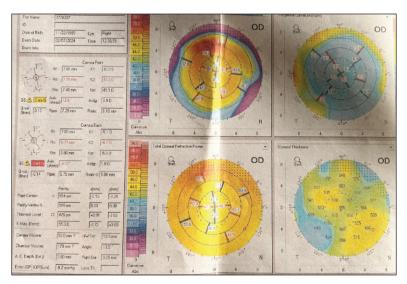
Протокол исследования оптической когерентной томографии
